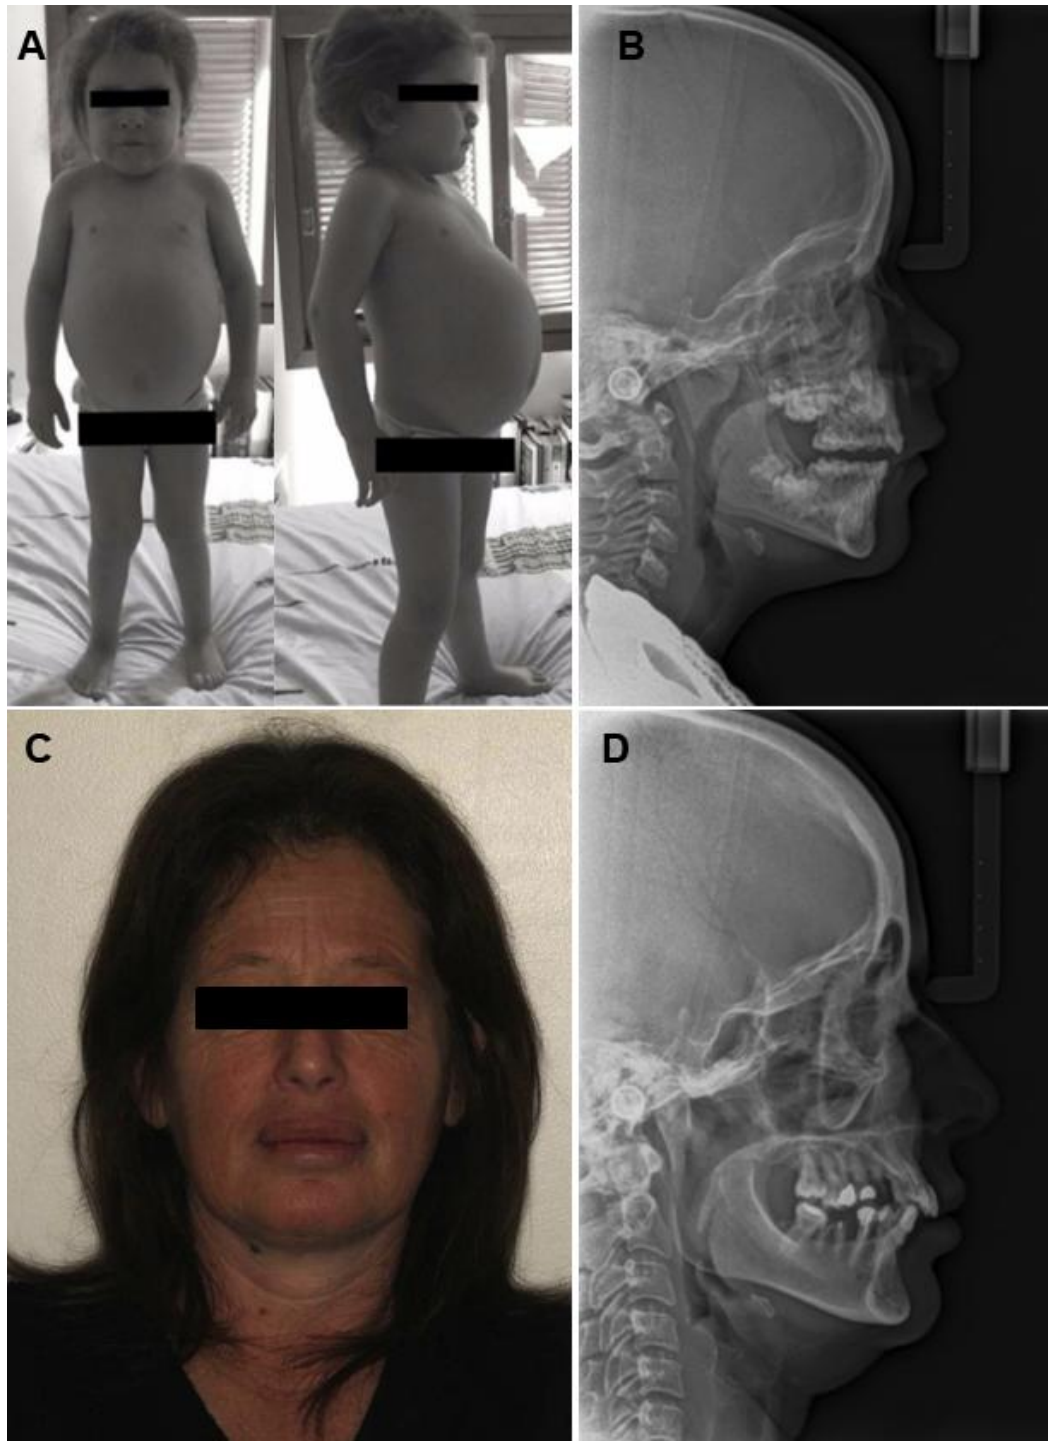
A) Caso 1, paciente pediátrica com aumento de volume do abdômen devido à hepatoesplenomegalia. B) Telerradiografia de perfil do caso 1 demonstrando retrusão mandibular e maxilar. C) Caso 8, aspecto facial demonstrando o perfil convexo. D) Telerradiografia de perfil do caso 8 demonstrando retrusão mandibular e maxilar.
